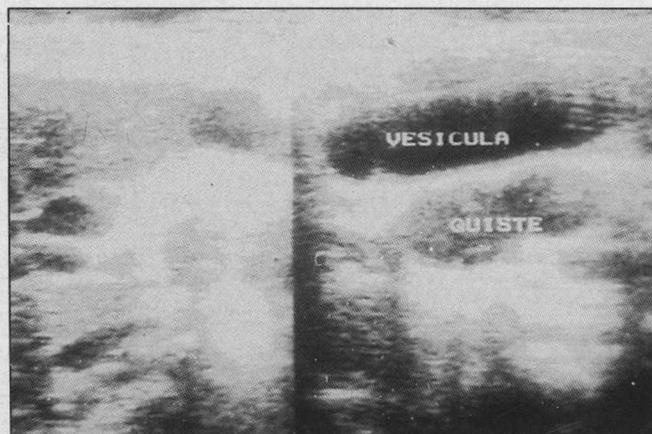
Ecografía hepatobiliar.
